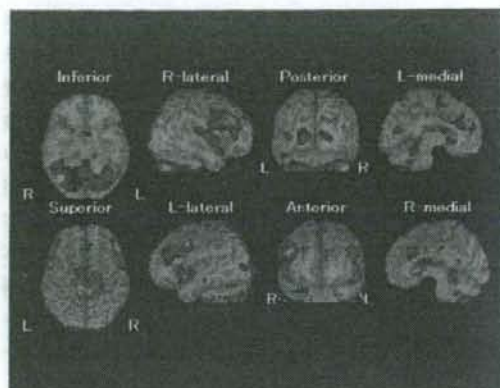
脳血流SPECT (99mTc-ECD, e-ZIS解析により血流低下部位をカラーで表示) 両側前頭葉、頭頂葉、小脳の対称性の血流低下を認めた。
